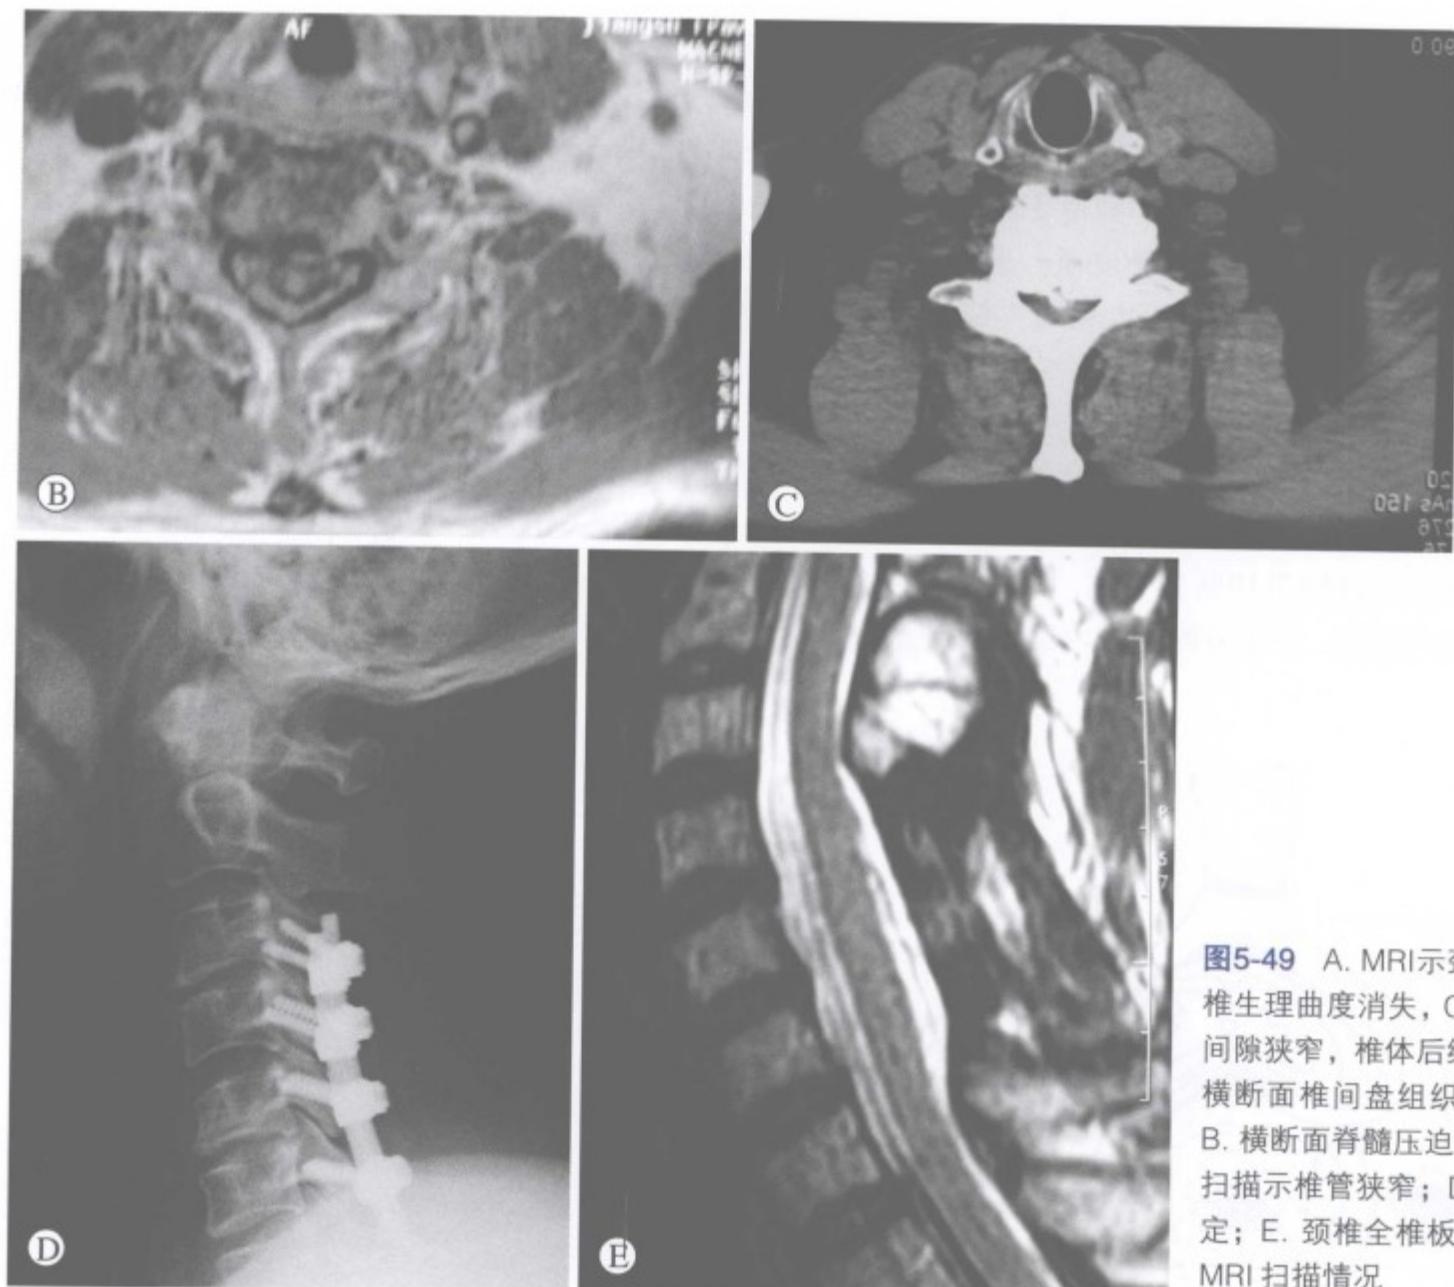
A. MRI示颈椎退变，颈椎生理曲度消失，C<sub>5,6</sub>，C<sub>6,7</sub>椎间隙狭窄，椎体后缘骨赘形成，横断面椎间盘组织压迫脊髓；B. 横断面脊髓压迫情况；C. CT扫描示椎管狭窄；D. 行侧块固定；E. 颈椎全椎板切除减压后MRI扫描情况
